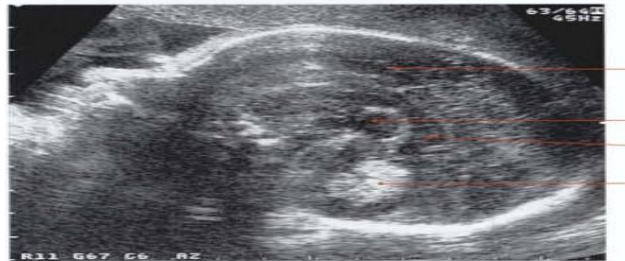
Échographie obstétricale (coupe sagittale)
